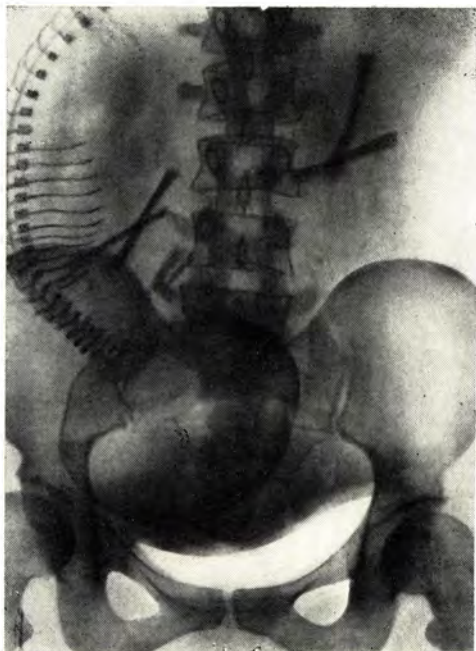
Прямая рентгенограмма живота той же беременной, что на рис. 111 после введения газа в мочевого пузырь. Частичное предлежание плаценты на задней стенке матки.
